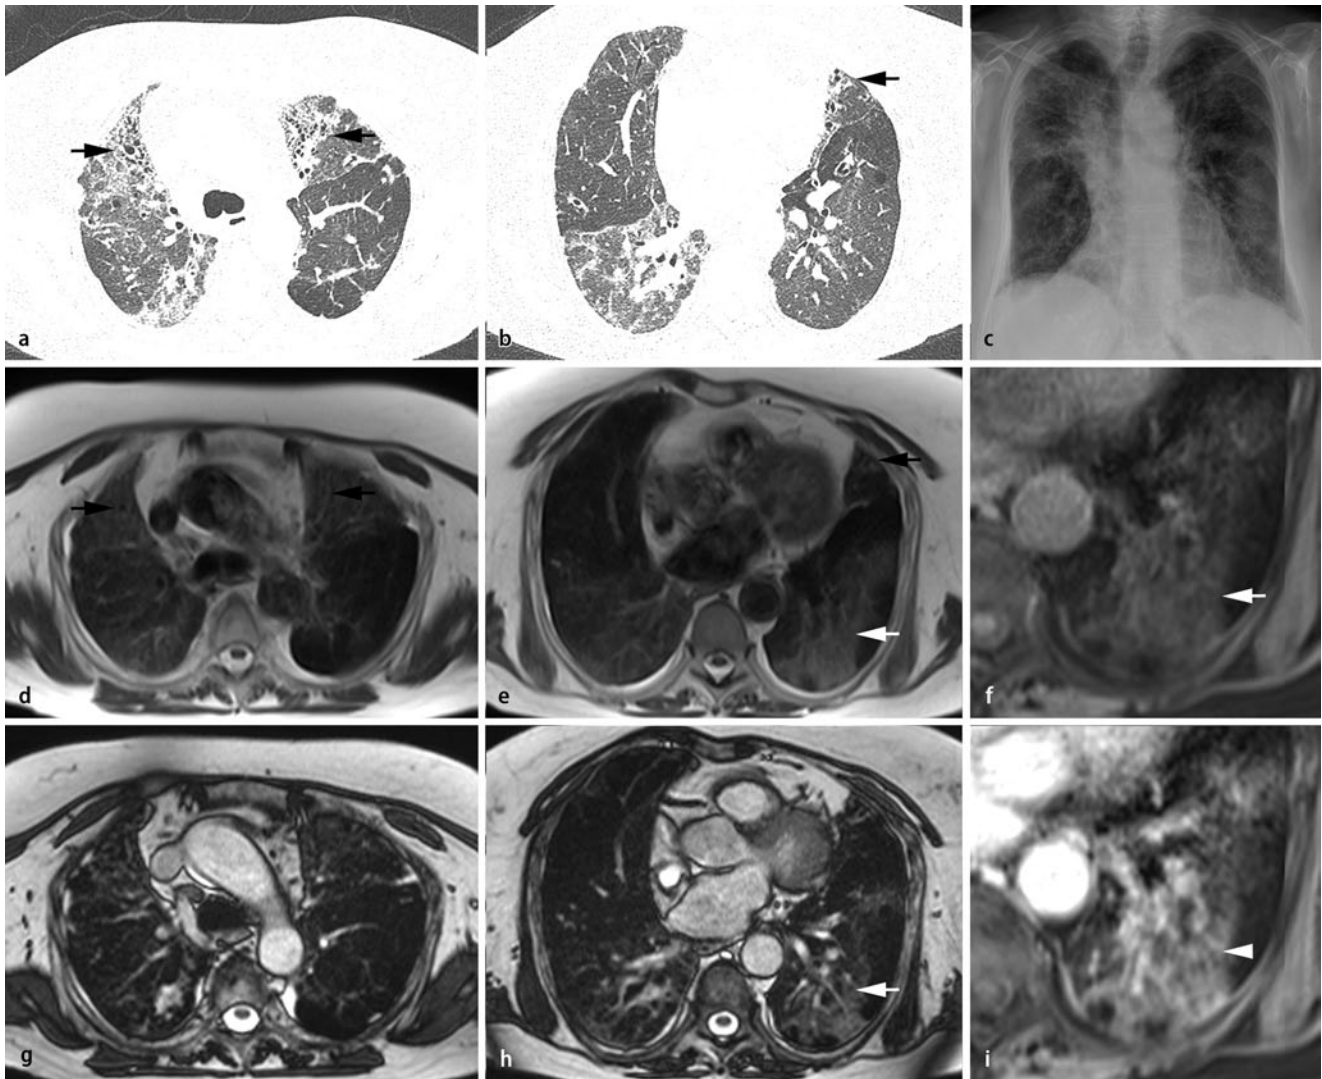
▲ Milchglastrübung bei Exazerbation einer chronischen exogenen allergischen Alveolitis (EAA), 70-jährige Patientin mit bekannter chronischer EAA. a, b, c Röntgenthorax und CT zeigen in verschiedenen Lungenabschnitten jeweils diffus verteilte peripher betonte fibrotische Retikulationen und eingelagert ausgeprägte Traktionsbronchiektasen (b, Pfeil). In den basalen Anteilen des linken Unterlappens zeigt sich eine diskrete Milchglastrübung. d, e, f, g, h Drei Wochen nach der CT kam es zu einer akuten Exazerbation der klinischen Symptomatik, eine erneute Bildgebung wurde nun mittels MRT durchgeführt. Diese zeigt die bekannten Retikulationen und Traktionsbronchiektasen als irreversible Veränderungen im Vergleich zur CT mit deutlich geringerer Auflösung (d, f). Allerdings zeigten großflächige Lungenabschnitte nun eine ausgeprägte Signalsteigerung im Sinne einer Milchglastrübung durch eine Alveolitis (weißer Pfeil) in den T1(3-D-GRE)- und T2-gewichteten (HASTE)-Sequenzen (e, f) sowie der SSFP (h). Die aktiv-entzündlichen Abschnitte weisen ebenfalls eine kräftige Kontrastmittelaufnahme auf (i, weißer Pfeilkopf, 3-D-GRE/fs nach i.v.-Kontrastmittelinjektion). GRE Gradientenecho, fs fettgesättigt, HASTE „half Fourier-acquired single shot turbo spin echo“, SSFP „steady state free precession“
